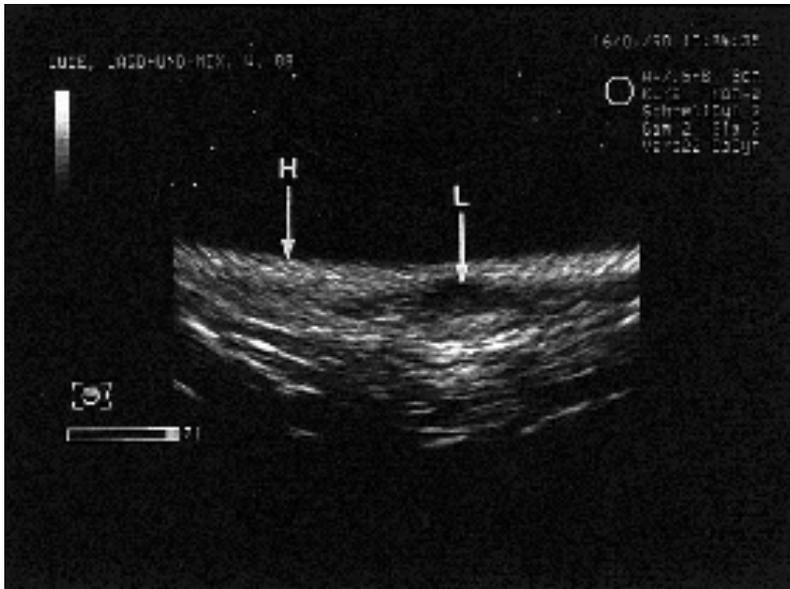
Sonographische Aufnahme der nichtentzündlichen, lobulären Hyperplasie, H: Haut, L: Lobuläre Hyperplasie
